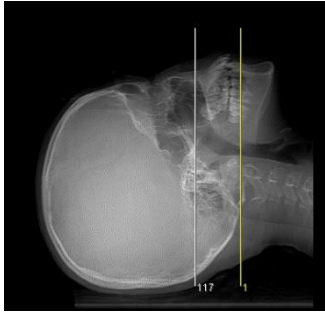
は咬合平面から上のみ撮影している CT 検査である。CTDI は撮影範囲の平均値として算出されるため、咬合平面より上のみ撮影した場合、頭部領域などの厚みが大きい部分のみの撮影となり、CTDI は高くなる。
